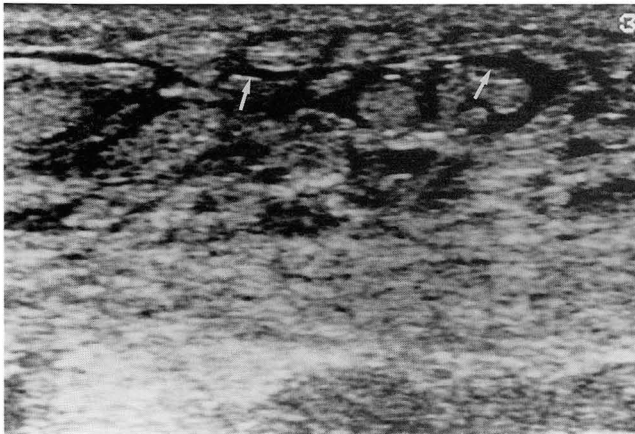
Sonogram shows marked skin thickening, and echogenic subcutaneous fat layer with tubular and reticular anechoic structures suggestive of dilated lymphatics (arrows).
